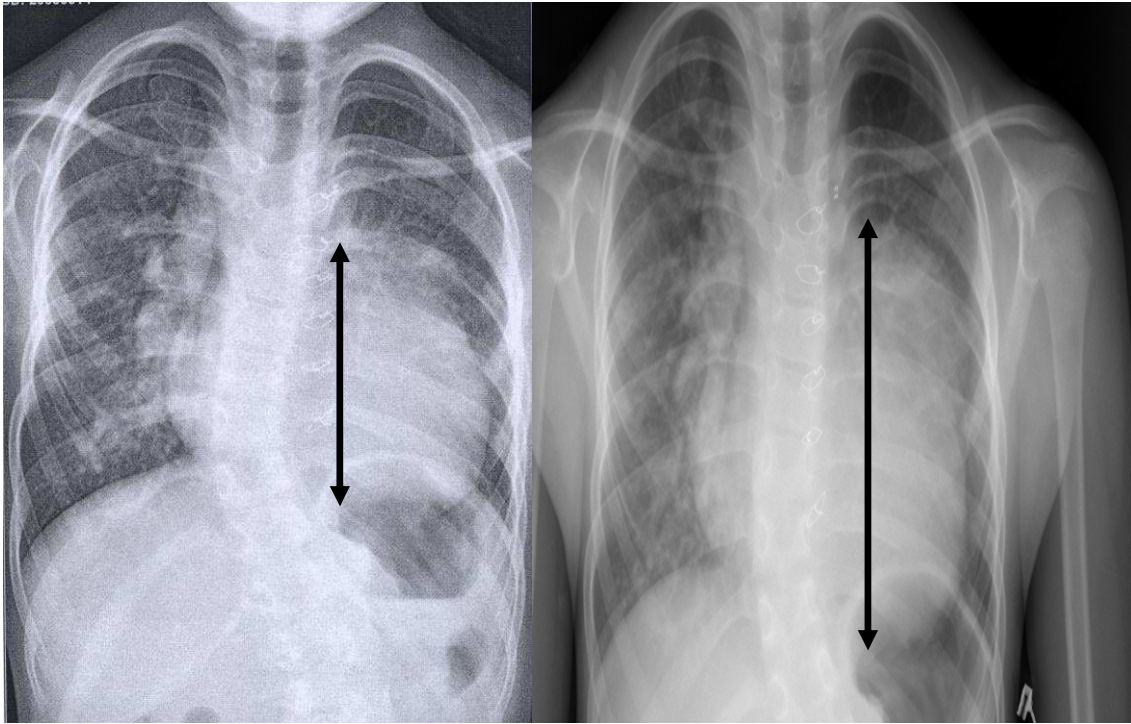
Radiografies de cor normal i cor dilatat
